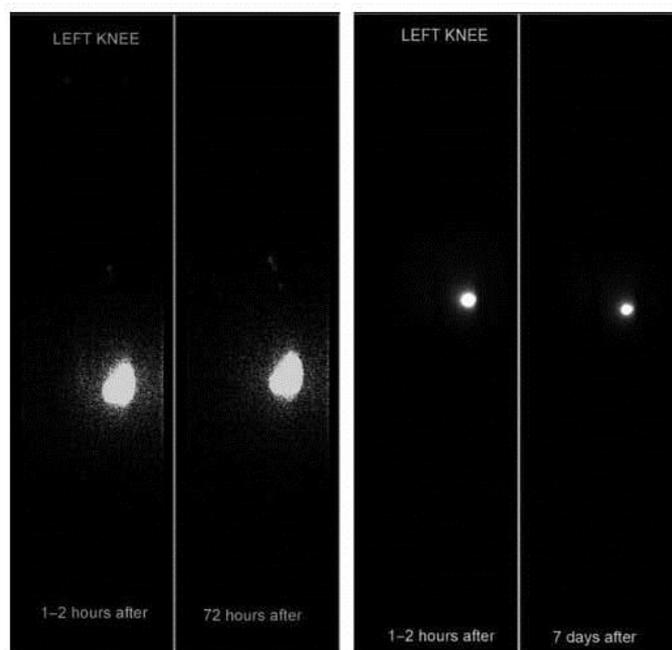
Examples of immediate and late scintigraphic controls utilized.
